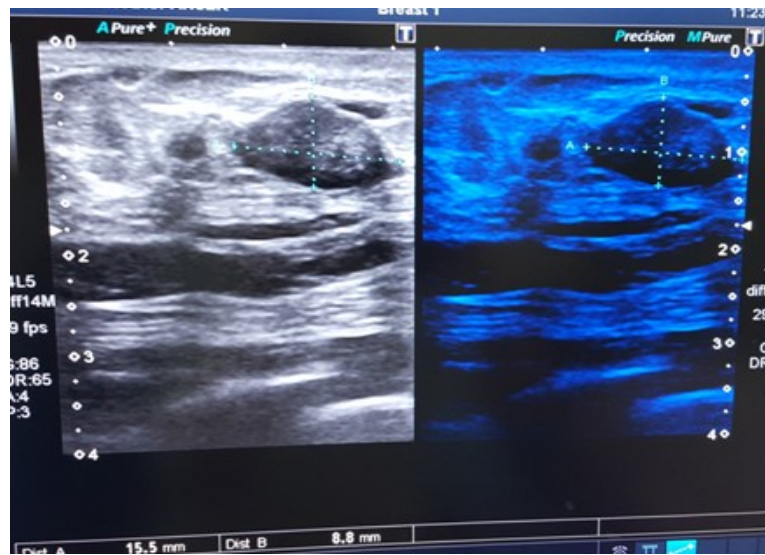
УЗИ первого образования в В-режиме и режиме «MicroPure»
